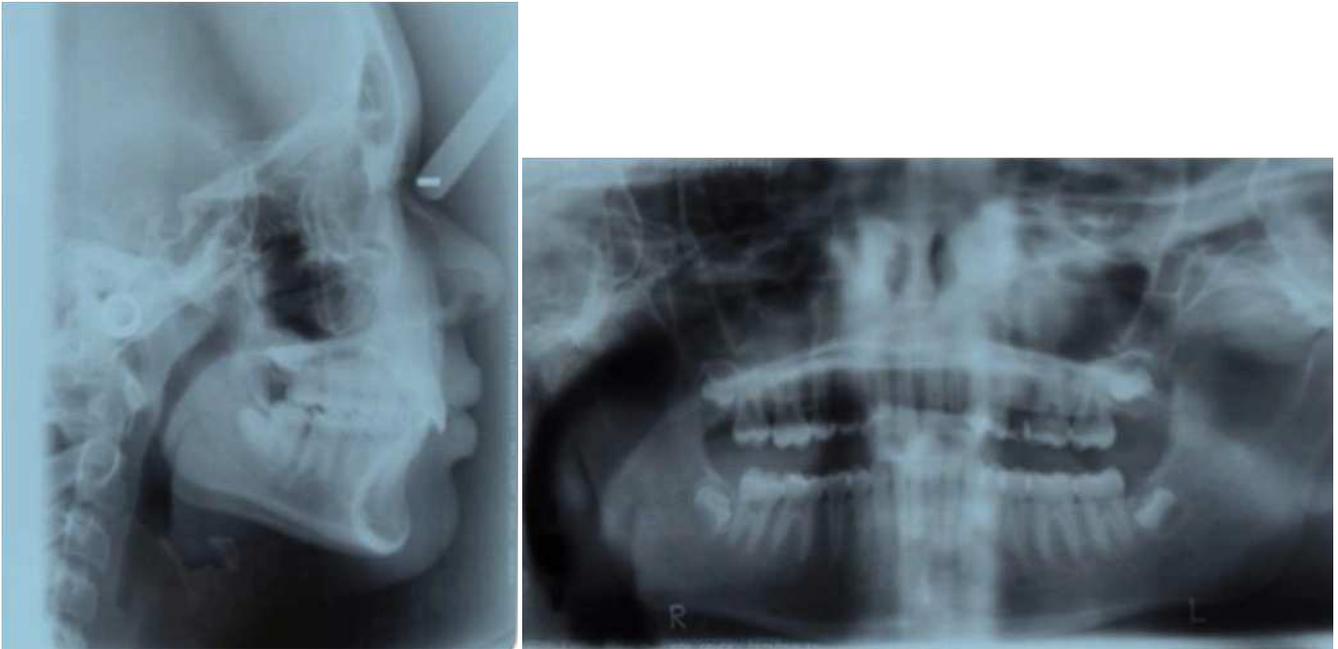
Telerradiografía y ortopantomografía iniciales.
